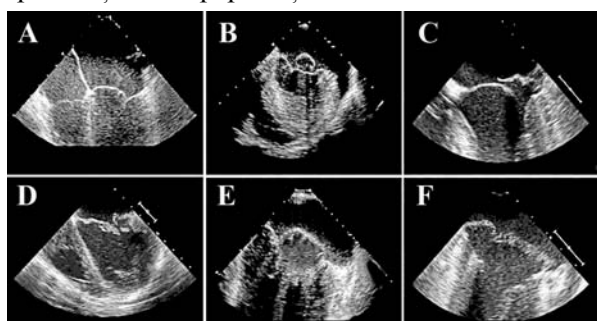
Diferențierea ecocardiografică dintre deficiența fibroelastică (A-C) și boala Barlow (D-F)
